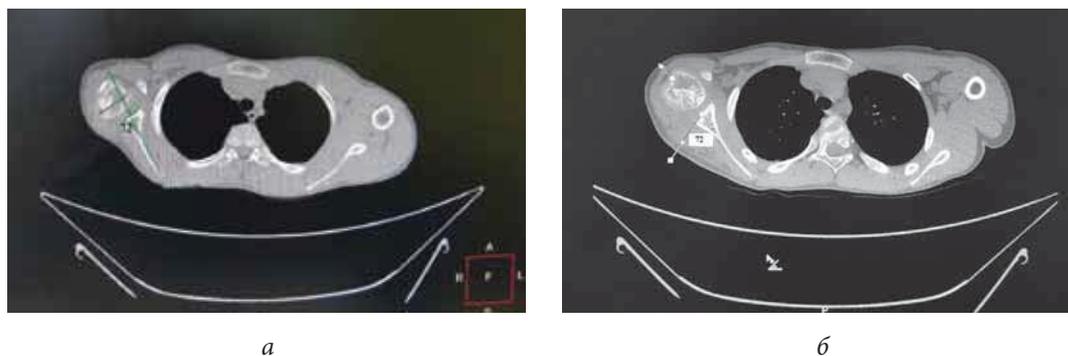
Результаты КТ-исследования пациента М., 12 лет, с последствием родового повреждения плечевого сплетения с внутриворотационной контрактурой правого плечевого сустава: а — до операции; б — через 3 месяца после операции
